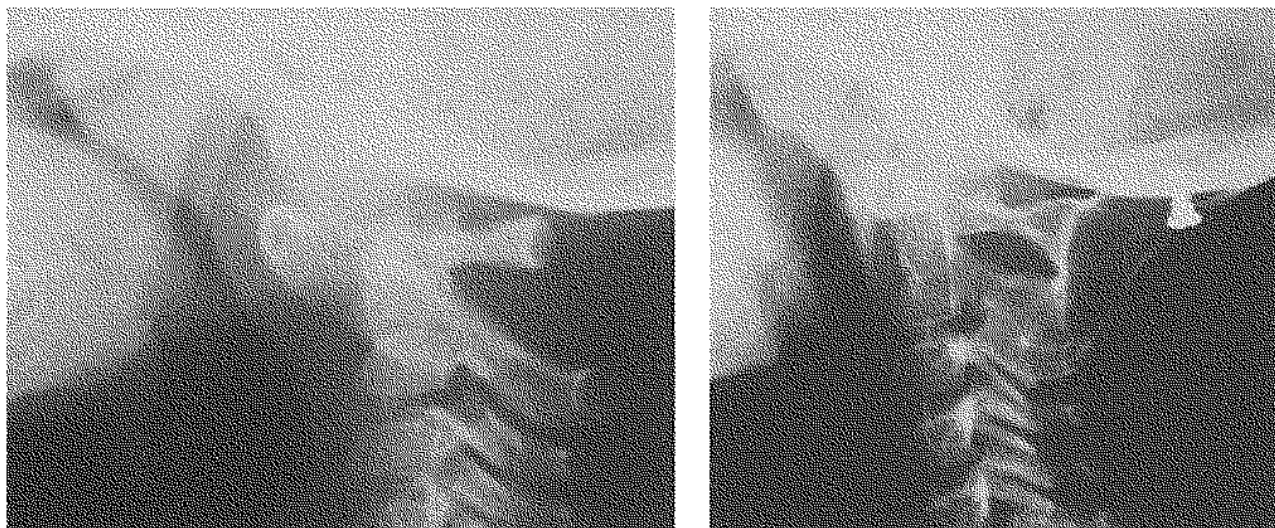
A : Subluxation antérieure de 11 mm de C1 sur C2. Anomalie de l'odontoïde : os odontoïdeum. — B : Radiographie à 4 ans de recul. Arthrodèse occiput-C3 solide. Canal cervical normalisé.
